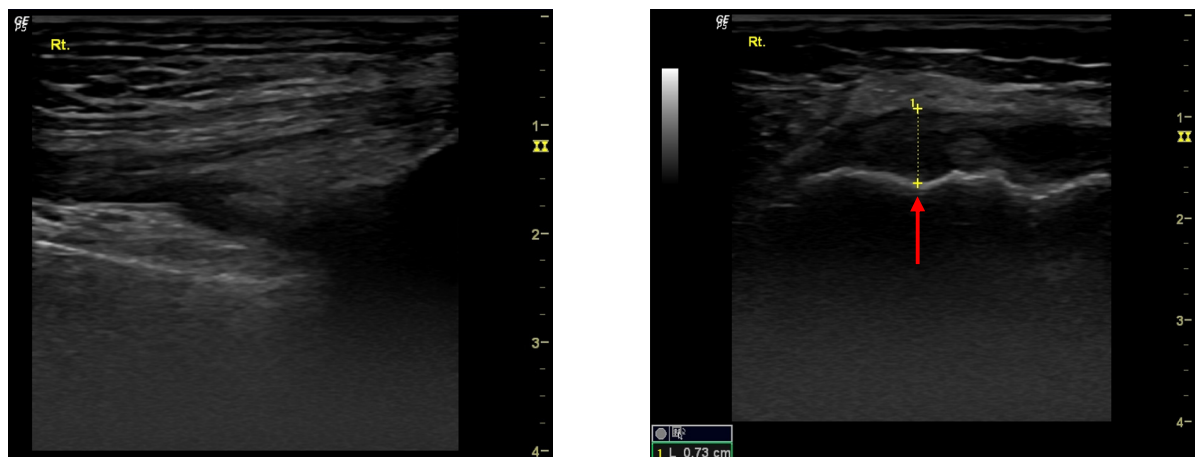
Ultrasound findings of case 2.
